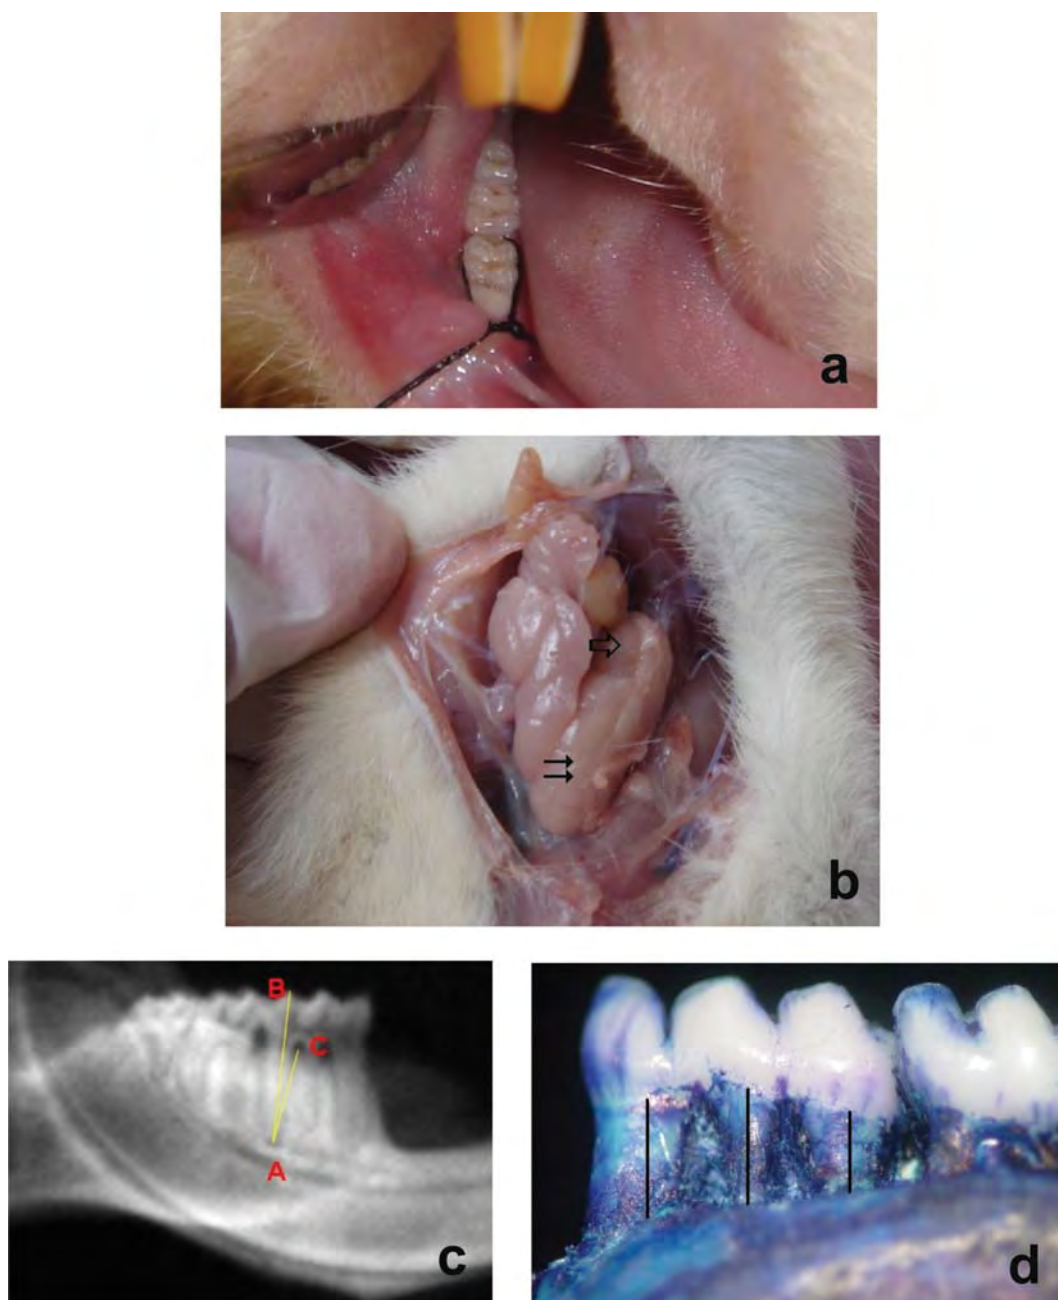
Metodologia do trabalho: a) Inserção da ligadura para indução da DP; b) Glândulas salivares sublingual (⇒) e submandibular (⇒); c) Radiografia marcada com os pontos A, B e C para mensuração do suporte ósseo pelo programa ImageJ; d) Aspecto macroscópico da perda óssea alveolar lingual em hemimandíbula direita mostrando a distância linear entre a junção esmalte-cimento e a crista óssea alveolar na região média raízes mesial, mediana e distal.
